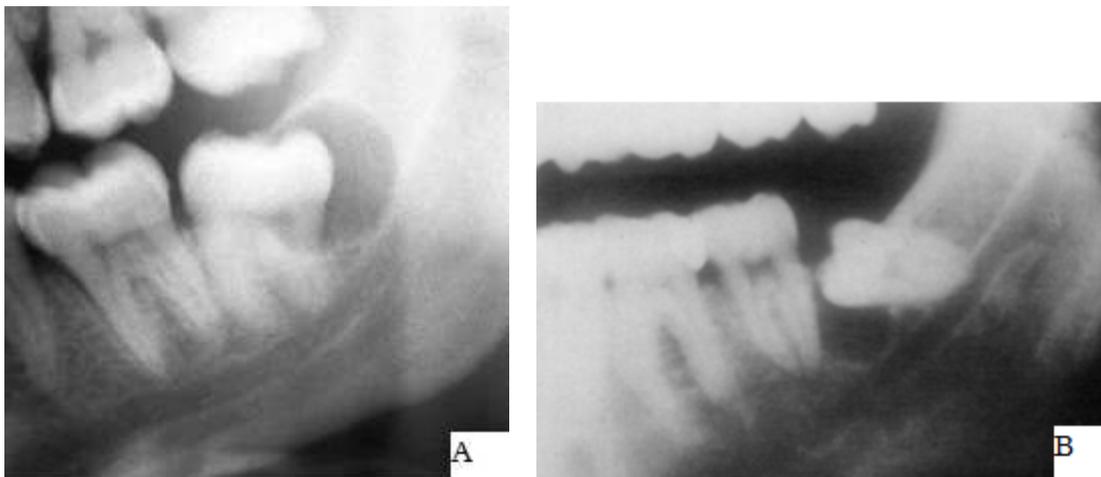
A : Radiographie représentant un kyste marginal postérieur (24)
